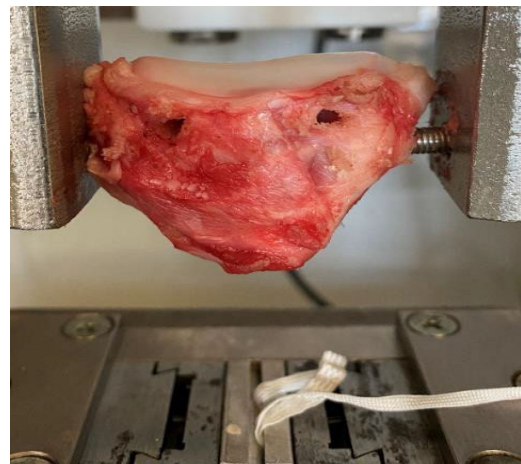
Versagensmechanismen, links Cutting through (CT) mit Defekt der Kortikalis, rechts isolierter Bandriss (BR) eines 3 mm Nylon Tapes mit intakter Kortikalis
